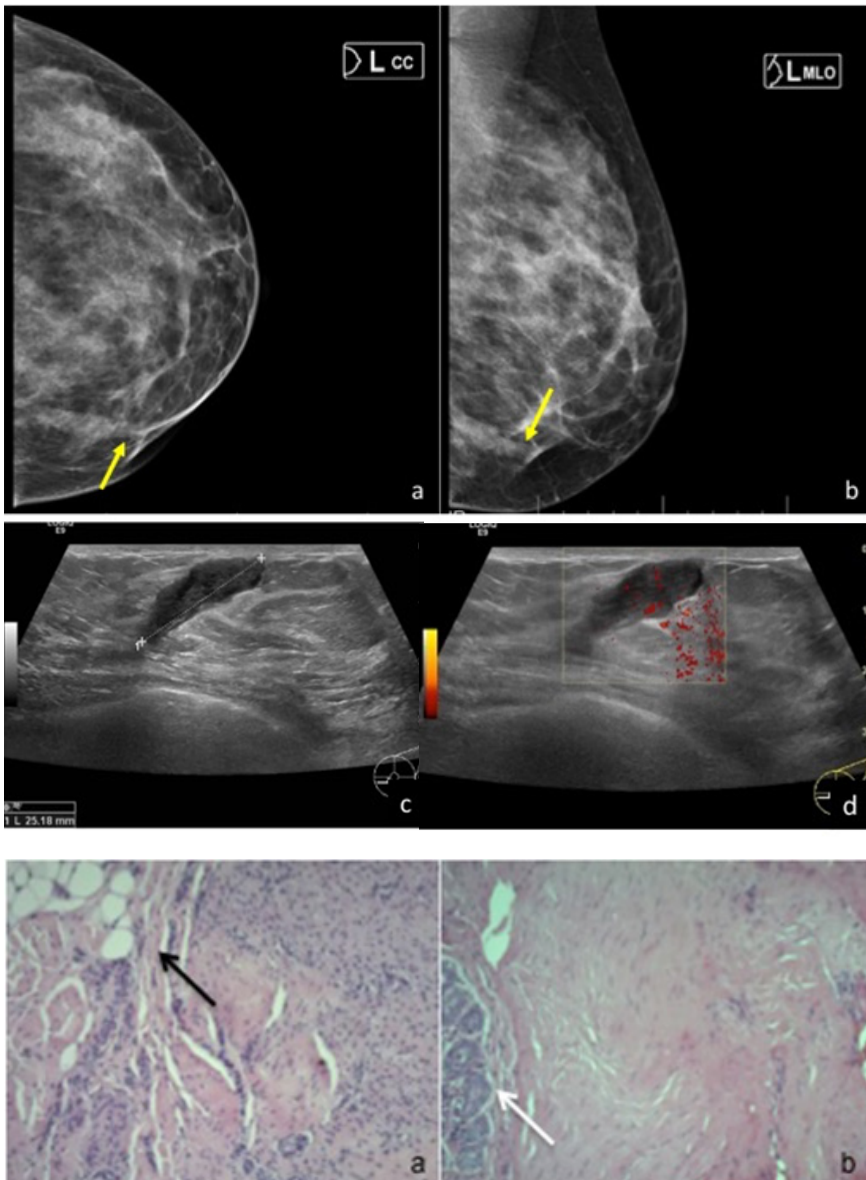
A. e B. A mamografia, nas incidências crânio-caudal e medio-lateral oblíqua, observou-se um nódulo alongado, que condiciona retracção cutânea no quadrante ínfero-interno da mama esquerda (setas amarelas). C. Na ecografia documentou-se uma lesão hipocogénica, de morfologia alongada e contornos discretamente irregulares, medindo cerca de 25 mm de maior eixo, que contacta o músculo peitoral e se estende à pele. D. A vascularização foi confirmada no estudo com Doppler.
